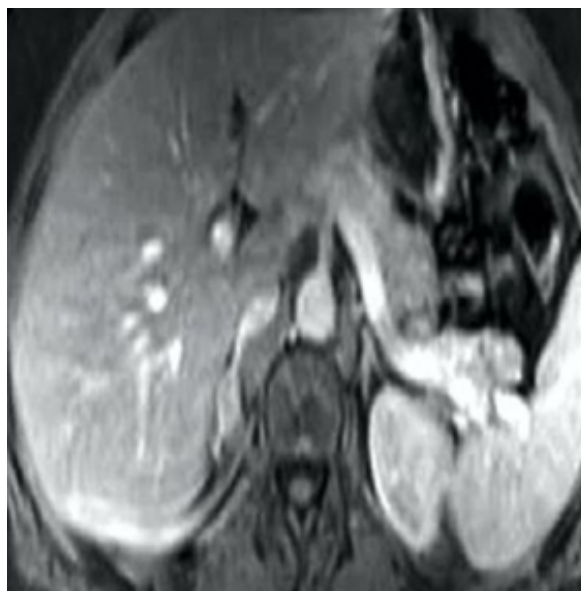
Imagen de tomografía computada donde se observa tumoración sólida bien delineada en glándula suprarrenal derecha.
